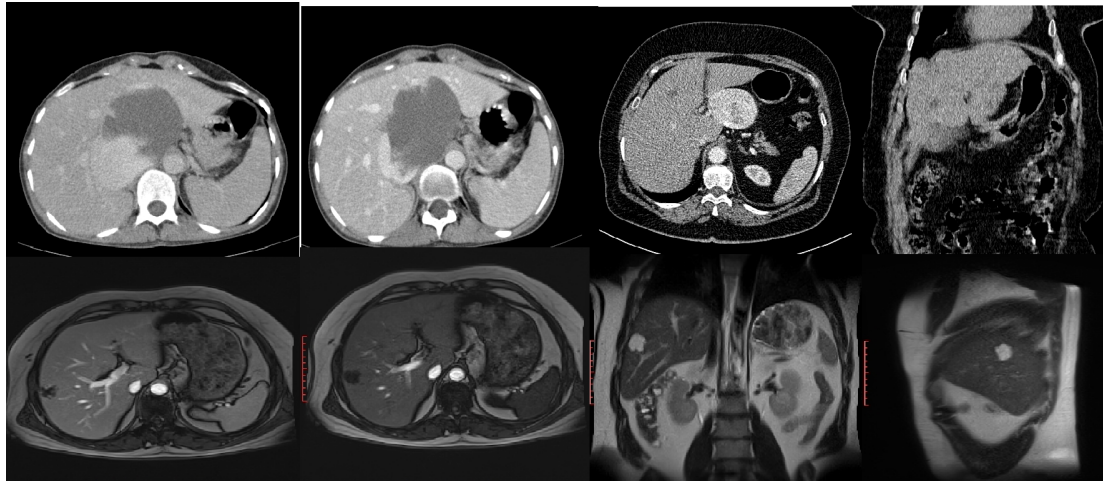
Figura nr:1; imazhe të hemangiomës me CT dhe MRI
